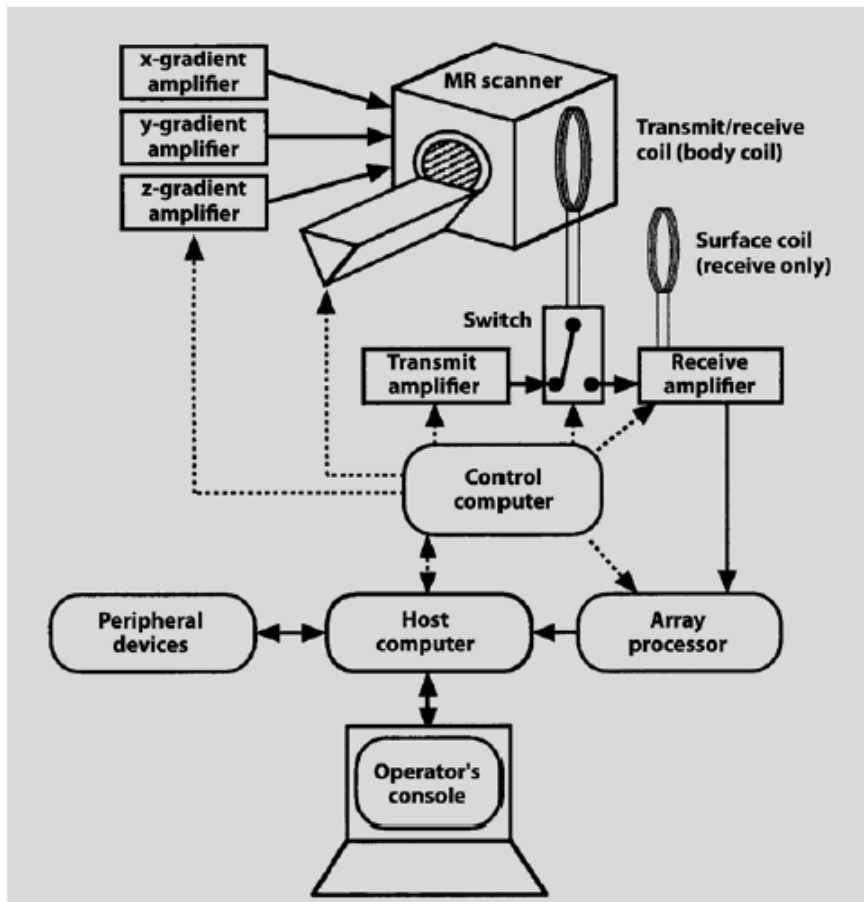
Componentes fundamentales de un escáner MRI.
